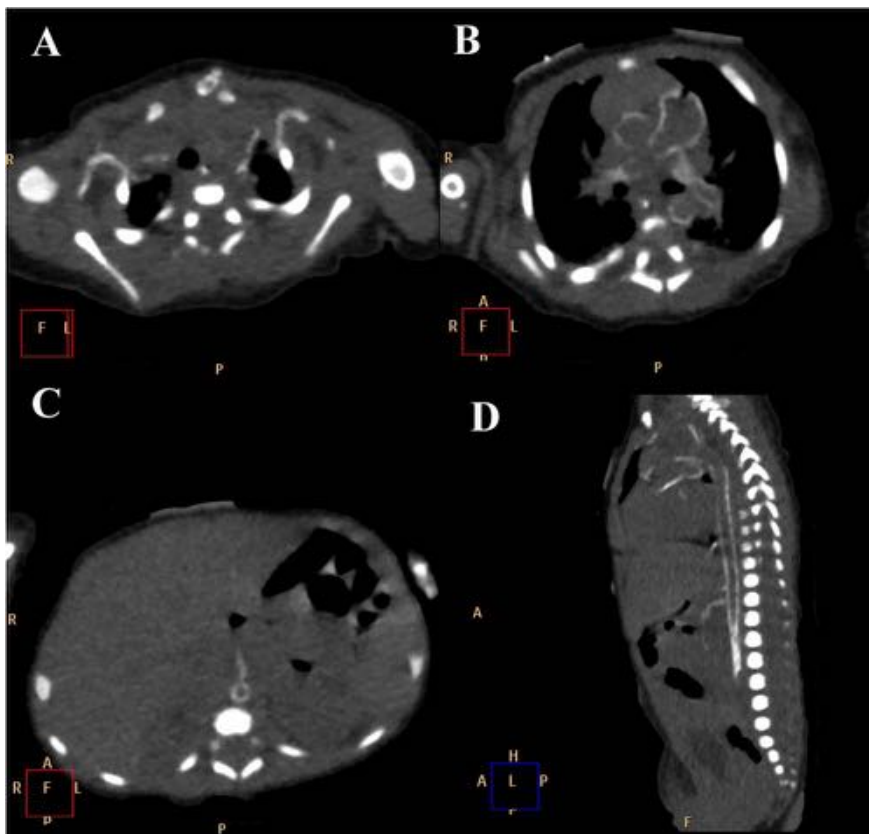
cortes axiales (A, B y C) y sagital (D) del TC tóraco-abdominal sin CIV de un paciente de 8 días con calcificación de todas las arterias de gran y mediano calibre, incluidos TSA, arterias viscerales abdominales y arterias pulmonares. Alta sospecha de GACI, confirmada posteriormente.
